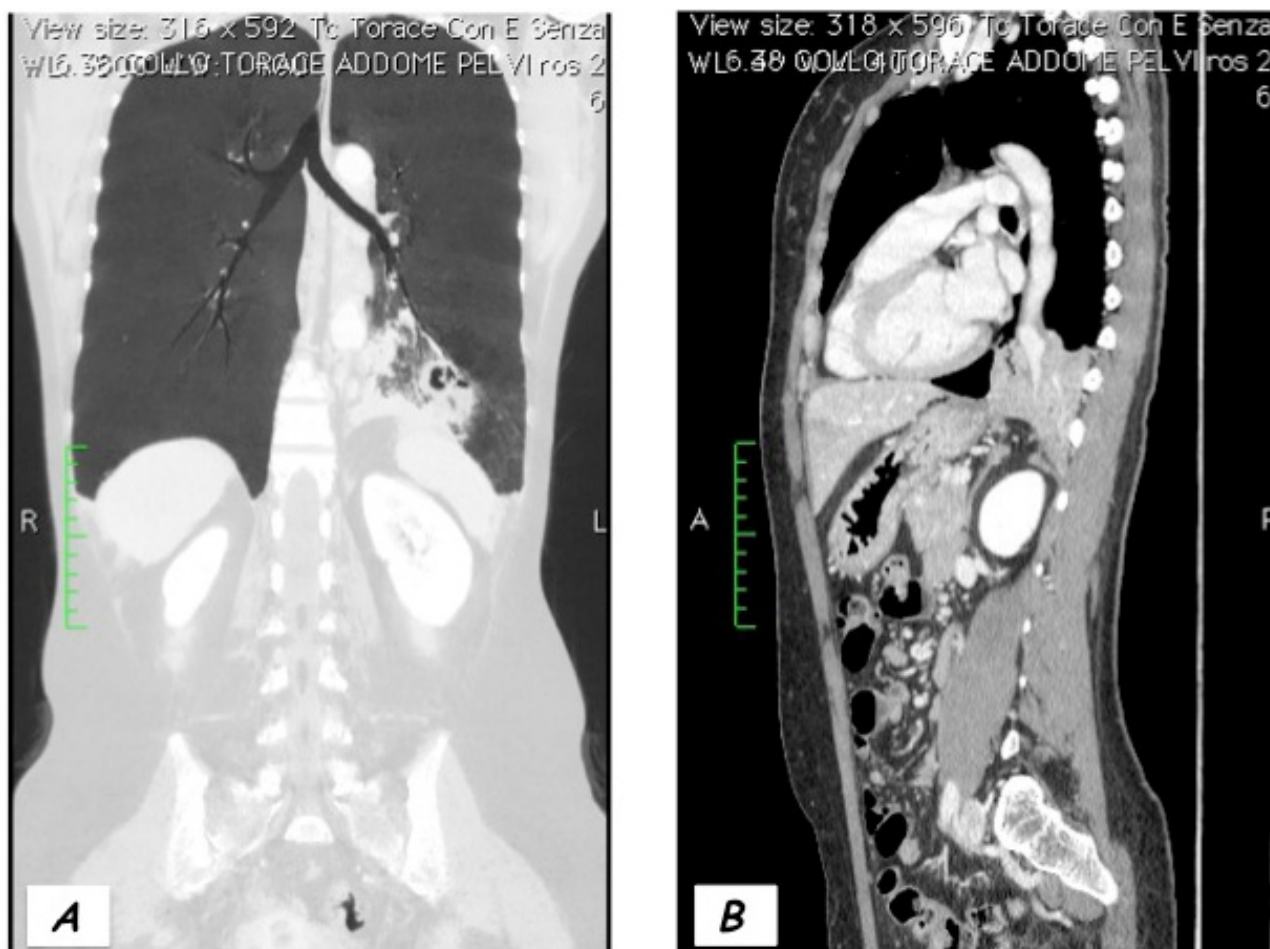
scansioni TC sagittale e coronale – sequestrazione polmonare lobo inferiore sx
